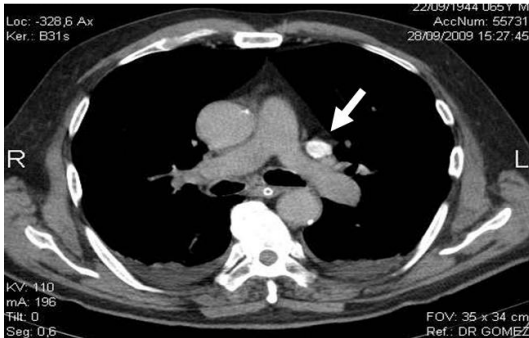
Tomografía axial computada contrastada donde se observa VCSIP a nivel de bifurcación pulmonar.
